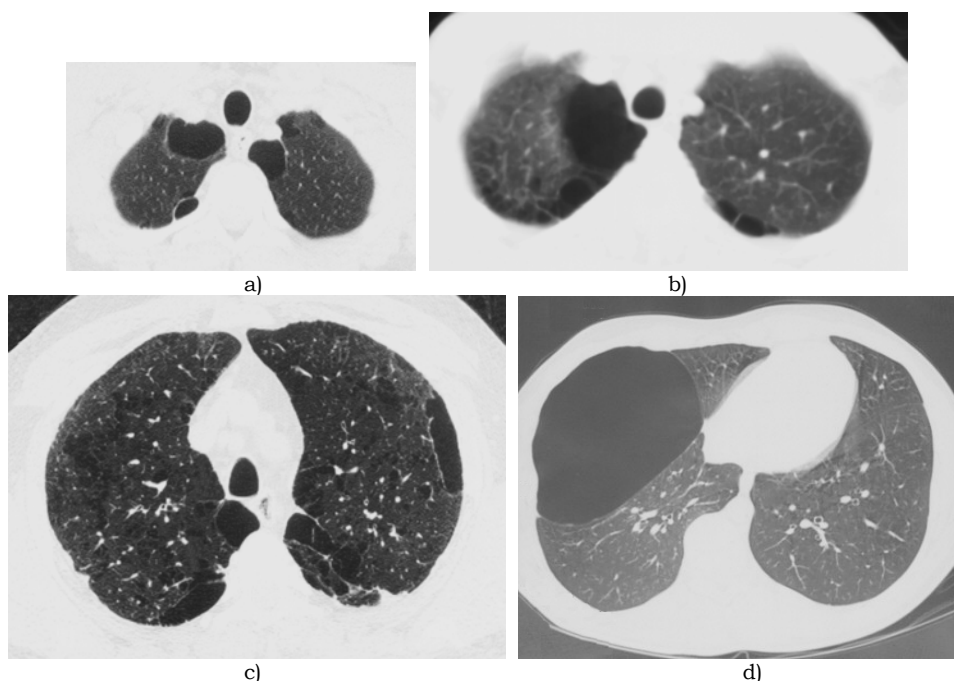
a) e b) Dois cortes de TAC dos lobos superiores mostrando bolhas subpleurais de tamanho variável, em doente jovem; c) Corte de TCAR dos lobos superiores com enfisema bolhoso e centrolobular, característico de fumadores; d) Corte de TCAR com bolha gigante.
